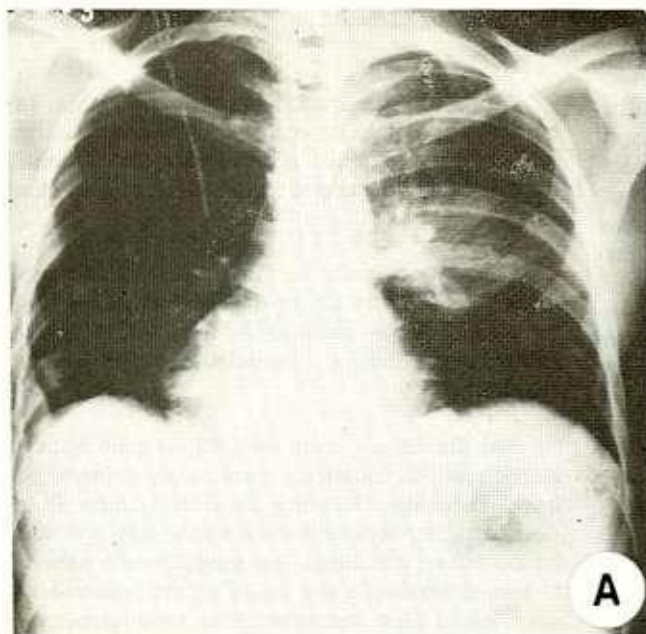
A) Radiografia do tórax (AP). Opacidade projetada na região hilar e para-hilar esquerda. Obliteração do selo costo frênico direito por derrame pleural. Múltiplas lesões líticas nos arcos costais. B) Radiografia do tórax (perfil). Opacidade homogênea de contorno intratorácico bem definido localizada na parte posterior do terço médio do tórax, com reflexão pleural.
